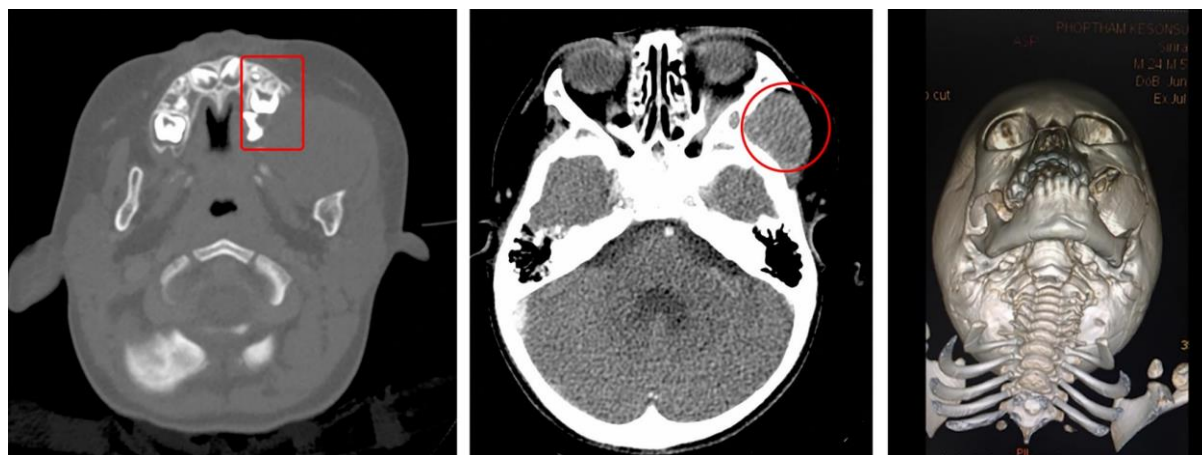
Computer Tomography Scan of the infratemporal mass
